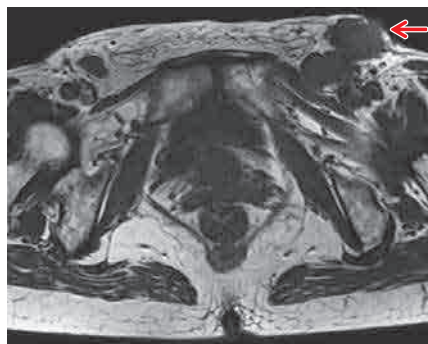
初診時の MRI. 右鼠径部のリンパ節腫大 (矢印).
